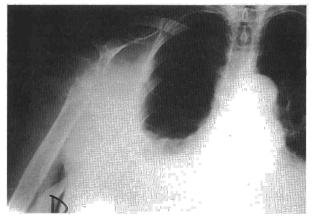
Radiografía de tórax: fractura de húmero asociada a un quilotórax.
